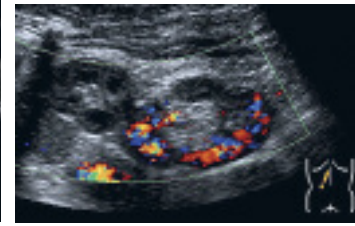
Gleicher Patient; sonografische Kontrolle 1 Monat nach Trauma.
